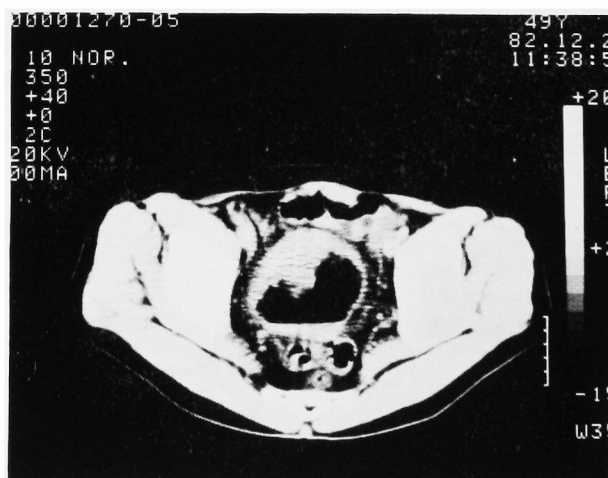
骨盤部 CT 像. 膀胱内に広基性の腫瘍陰影を認める.
